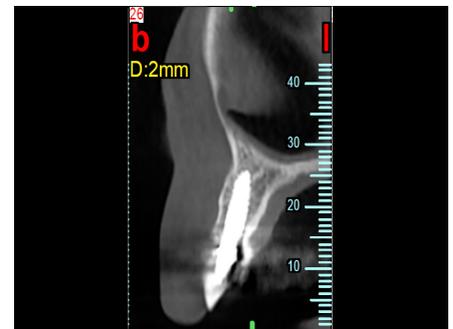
Radiografía a 5 años de la operación. Los niveles óseos periimplantarios se mantienen y hay una nueva capa cortical presente donde se colocó la membrana.
